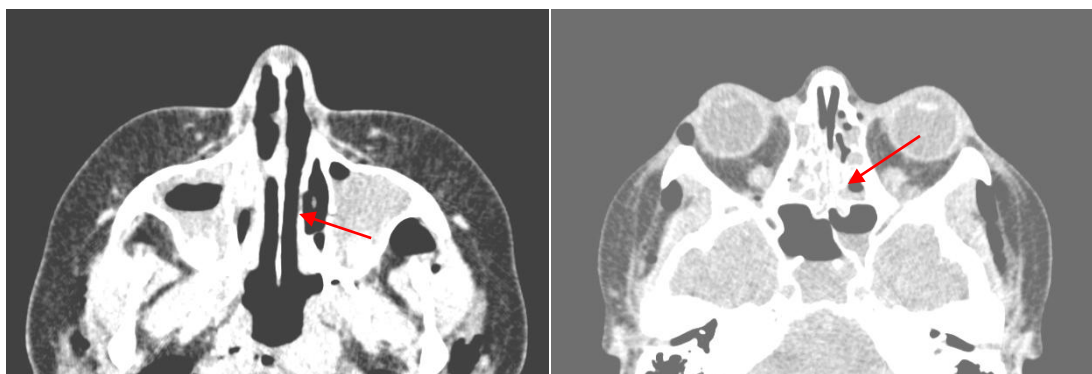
КТ ОНП от 11.03.2012: Подозрение на деструкцию костной ткани в области средней носовой раковины справа.
